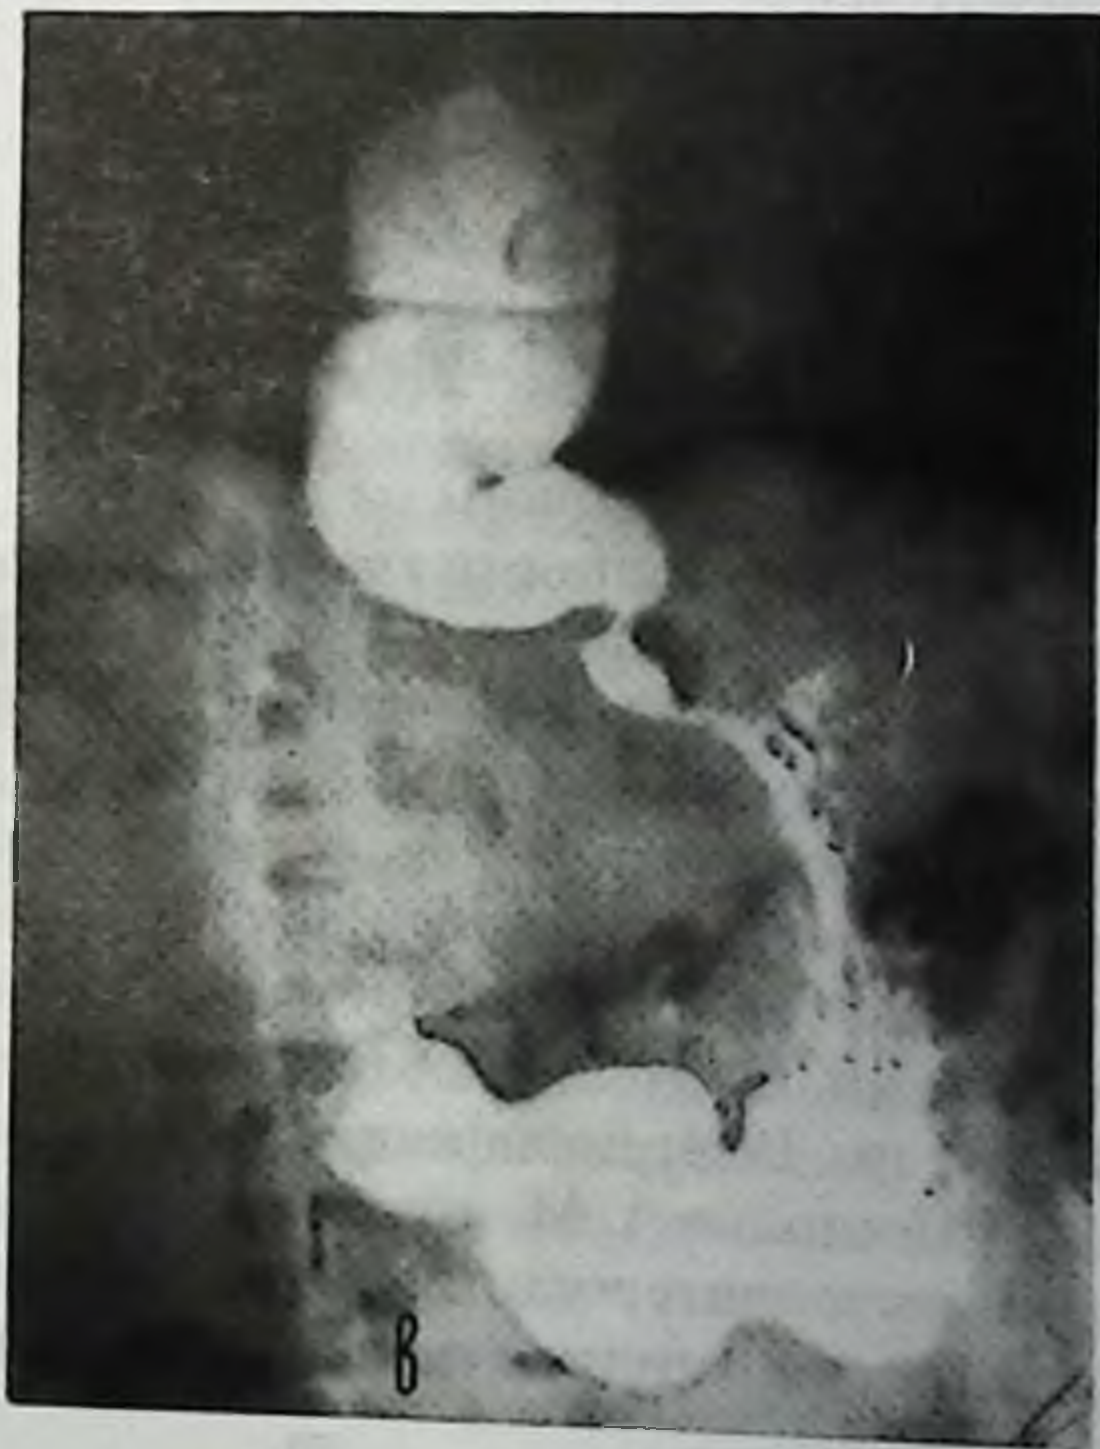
Рентгенограмма больного Н.: а — до лечения; б — при проведении сеанса кардиодилатации усовершенствованным кардиодилататором; в — после лечения.
